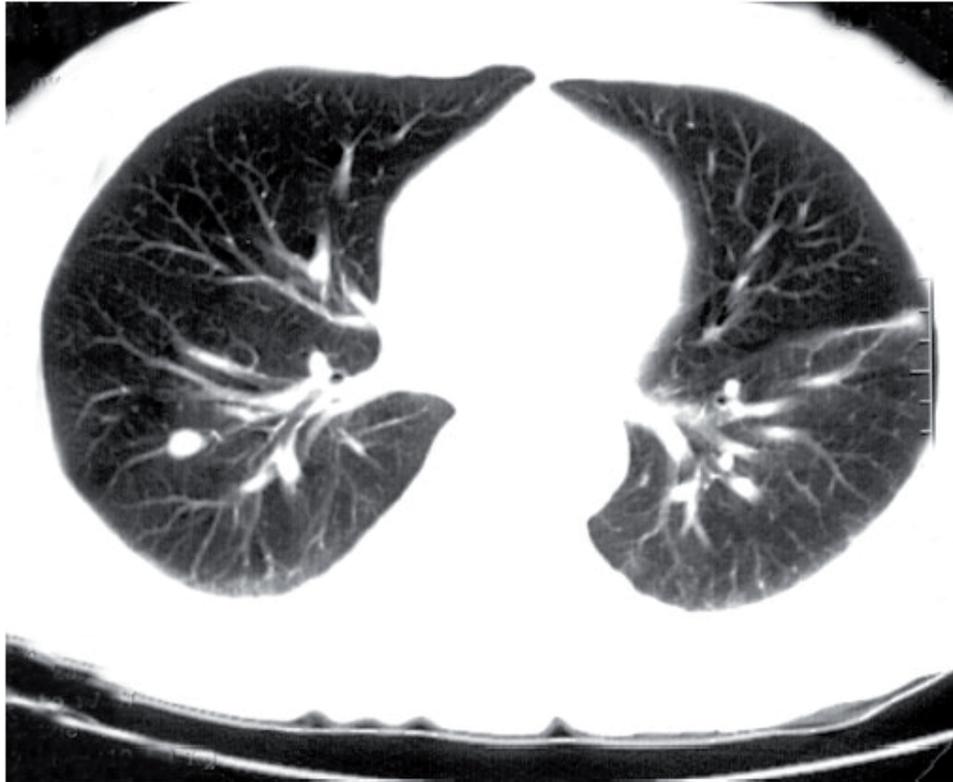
Imagen del TAC toracoabdominal multicorte de 0,5 cm de grosor realizado al paciente.
